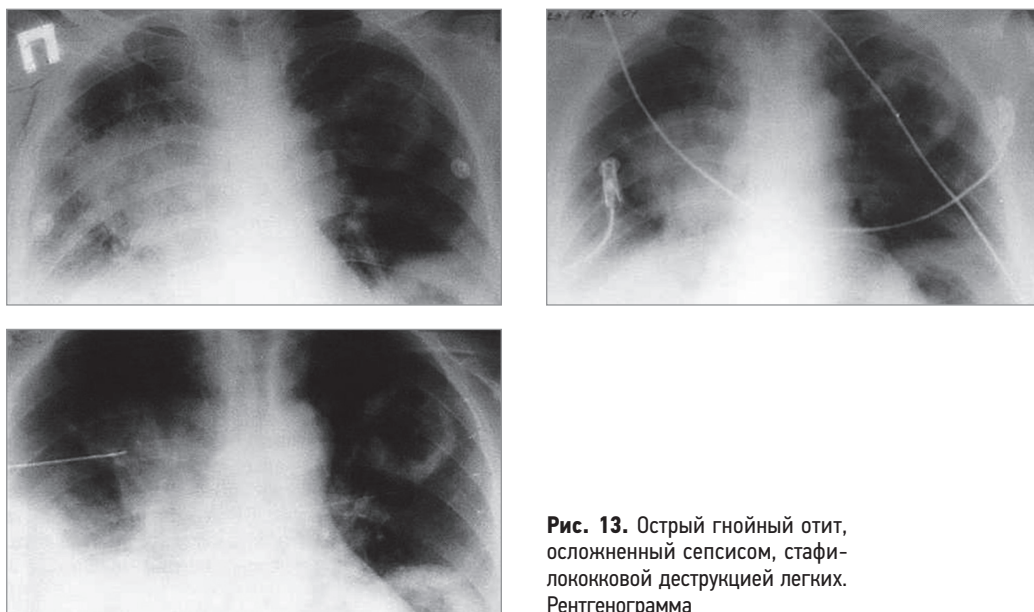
Острый гнойный отит, осложненный сепсисом, стафилококковой деструкцией легких. Рентгенограмма
